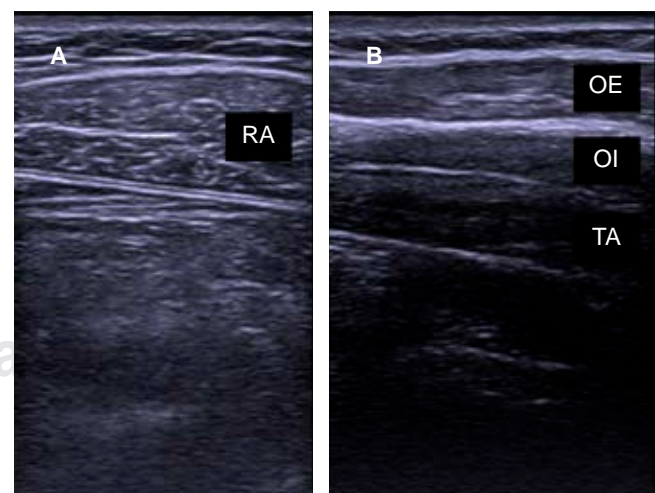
Ecografía muscular de la pared abdominal. A) Músculo recto abdominal (RA). B) Músculos: oblicuo externo (OE), oblicuo interno (OI) y transverso del abdomen (TA).
